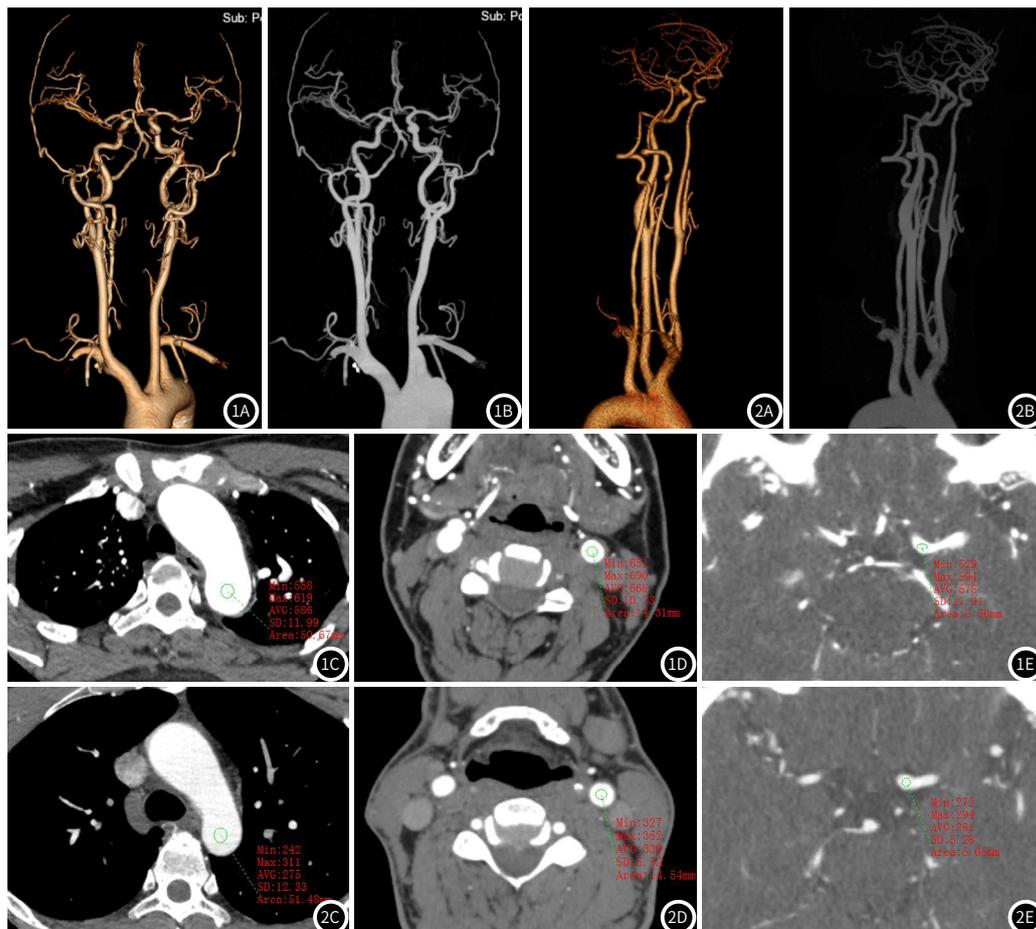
为Test Bolus法扫描,女性,40岁,突发意识障碍并抽搐2小时。CTA示左侧椎动脉V2-4段大部分未见显影,管腔狭窄闭塞,V4远段可见显影、管壁钙化斑;基底动脉尖端狭窄闭塞,双侧大脑后动脉显影不良。图2 为Bolus Tracking法扫描,男性,43岁,头痛一年余。CTA示考虑左侧后交通动脉动脉圆锥;前交通动脉开窗畸形;右侧胚胎型大脑前动脉。图1VR、MIP显影良好,图2VR、MIP显影略差,图1主动脉弓、颈总动脉和大脑中动脉M1段CT值均高于图2,CTA显示较好。
